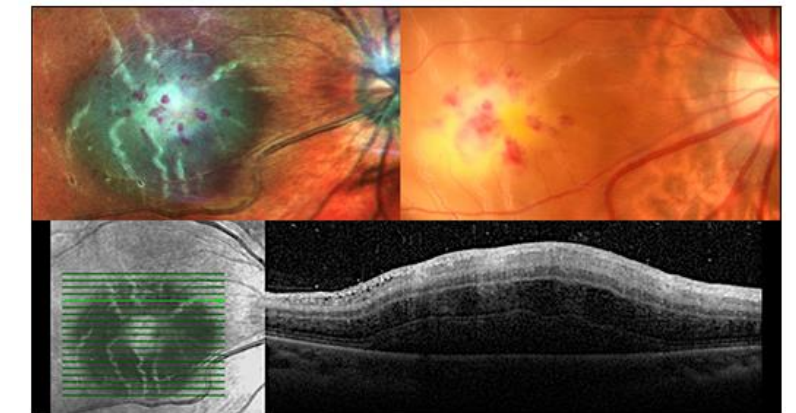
Baseline visit, right eye. A striking subretinal abscess involves the fovea. Multicolour and colour fundus images on top panel. Linked near-infrared and OCT on lower panel. OCT, optical coherence tomography.
